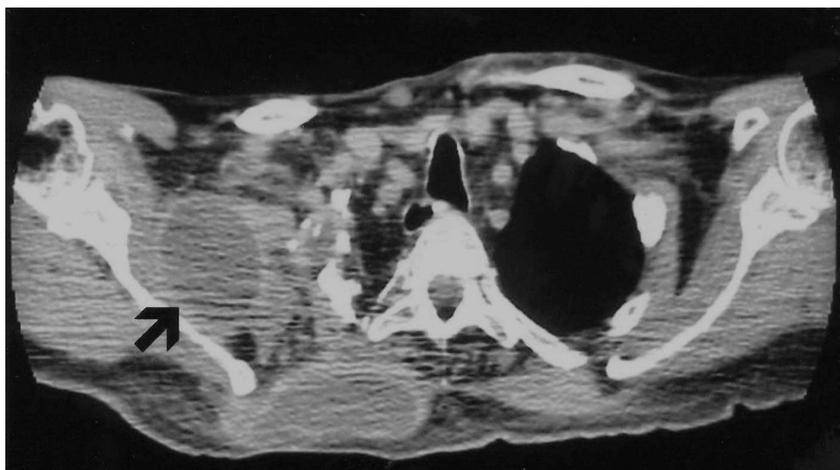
Tomografía axial computarizada de tórax que muestra una colección heterogénea, con calcificaciones en su pared, en posición subescapular.
